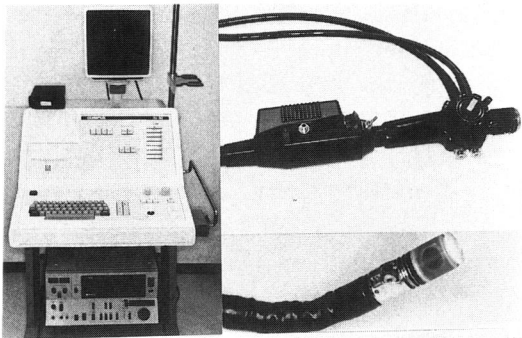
Ultrasonic endoscope.
